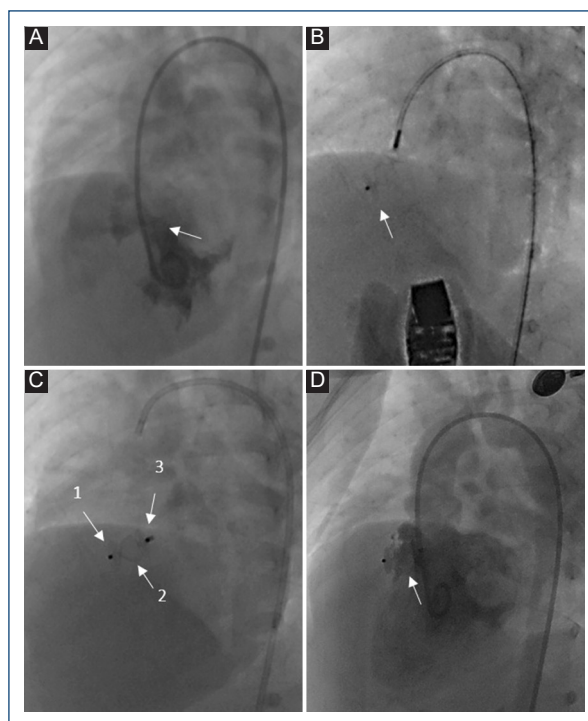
Secuencia fluoroscópica en proyección cuatro cámaras elongada que demuestre la colocación de un dispositivo Amplatzer™ Vascular Plug II de forma retrógrada en uno de nuestros pacientes para la oclusión de una comunicación interventricular (CIV) perimembranosa. A: ventriculografía izquierda donde se demuestra el paso de material de contraste al VD a través de la CIV (flecha). B: se ha avanzado un catéter guía hasta el ventrículo derecho (VD) y a través de este se ha liberado el disco distal del dispositivo (flecha) en el VD; el cuerpo en el septum y el disco proximal en el ventrículo izquierdo (VI) y mientras se encuentra sujeto al cable se realiza ecocardiografía transtorácica donde se corrobora: posición del dispositivo; oclusión del defecto y competencia valvular aórtica. C: dispositivo ya liberado donde se señala 1) disco distal en VD; 2) cuerpo del dispositivo con modificación de su estructura debido a limitación a su expansión por bordes del septum interventricular, y 3) disco proximal en VI que luego de ser liberado adopta una posición más paralela al septum. D: ventriculografía en VI observando ausencia de paso de material de contraste al VD y dispositivo en posición (flecha).
